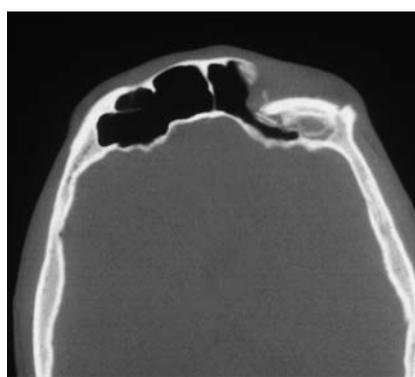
TC en corte axial. Fractura aislada de la pared anterior del seno frontal izquierdo.
